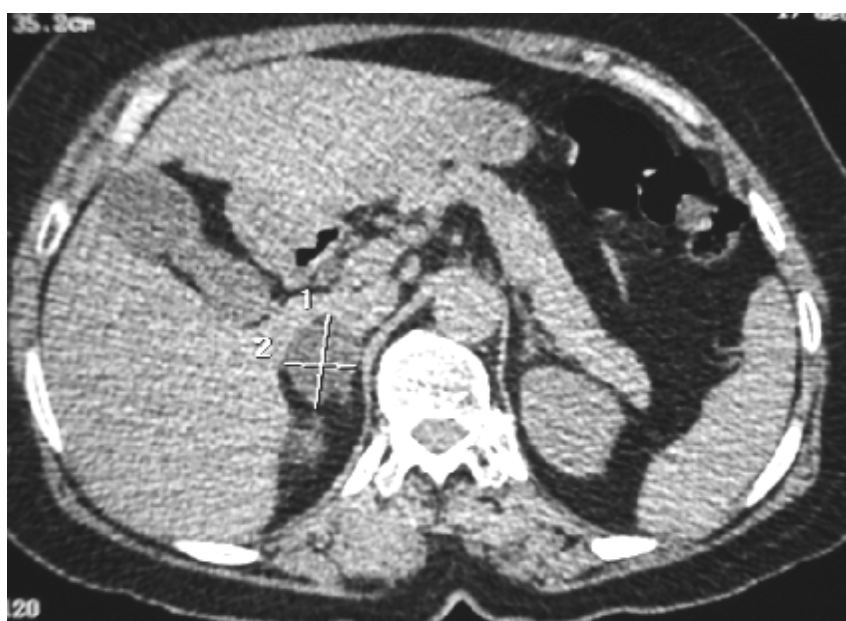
masse surrenalienne droite découverte à la TDM
